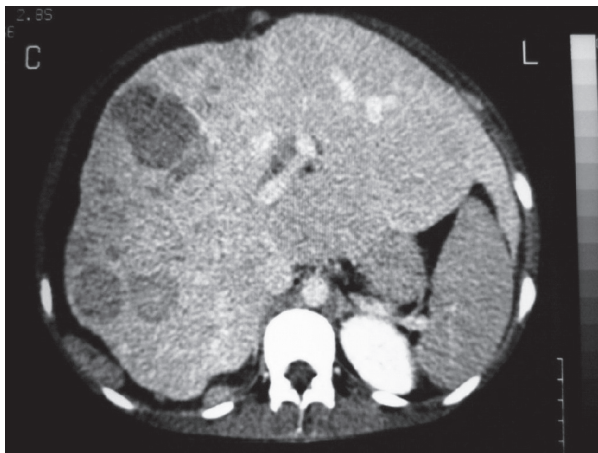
TAC de abdomen: hepatomegalia de bordes irregulares con múltiples imágenes nodulares.
